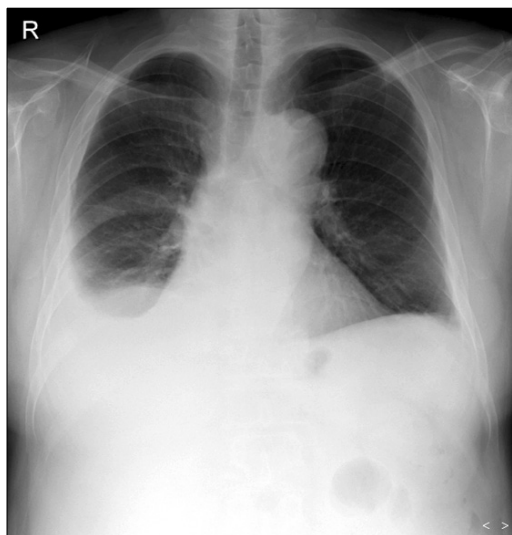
Chest X-ray shows right-sided pleural effusion.
